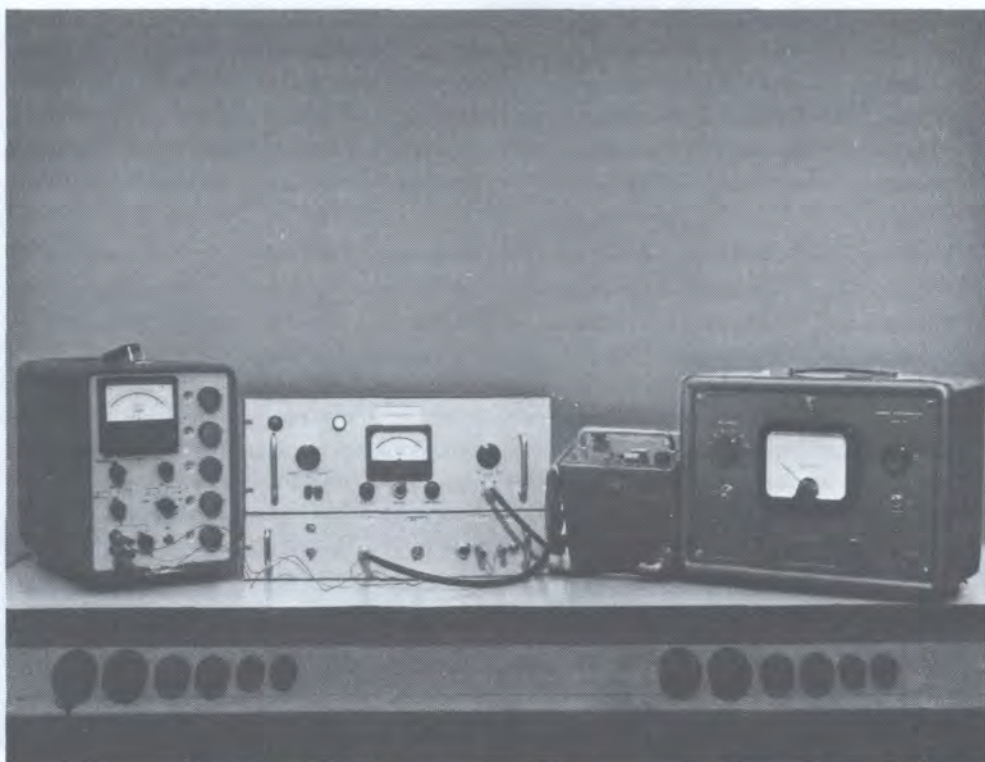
Система для измерения заряда, используемая при первичных и контрольных измерениях эталонов с помощью рентгеновских лучей.
